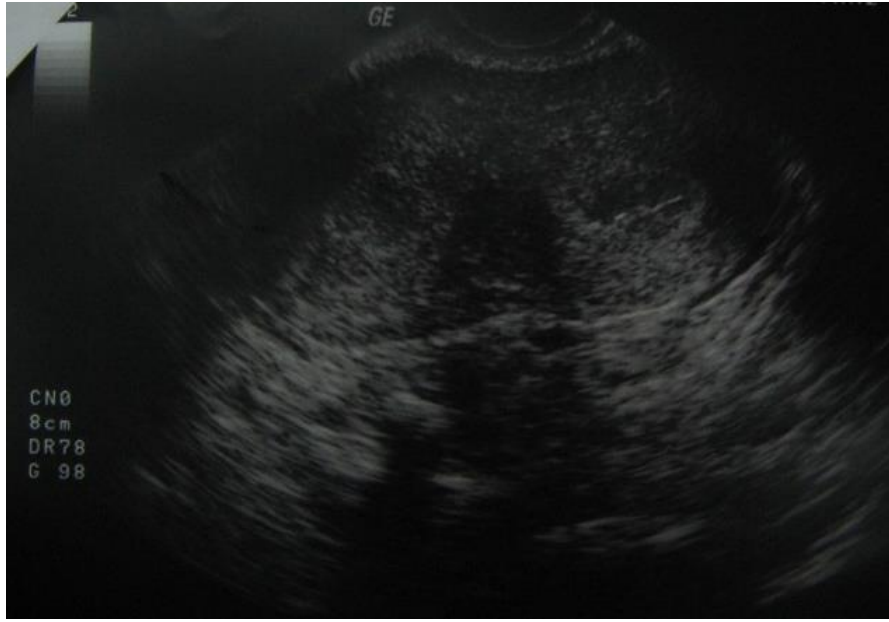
Transvajinal USG' de polip görüntüsü
